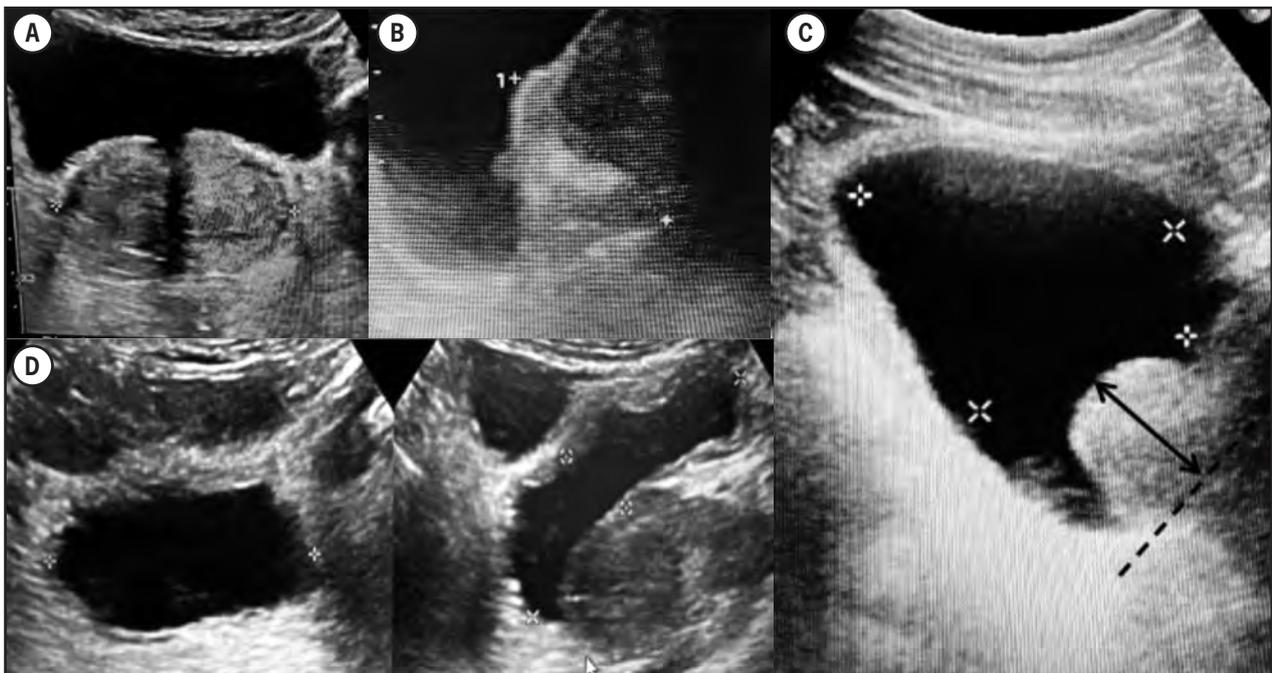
Ecotomografía pelviana transabdominal (A. Próstata transversal. B. Próstata sagital. C. Protrusión prostática intravesical: en imagen sagital se traza una línea desde la base de la vejiga. D. Medición de residuo postmiccional)
